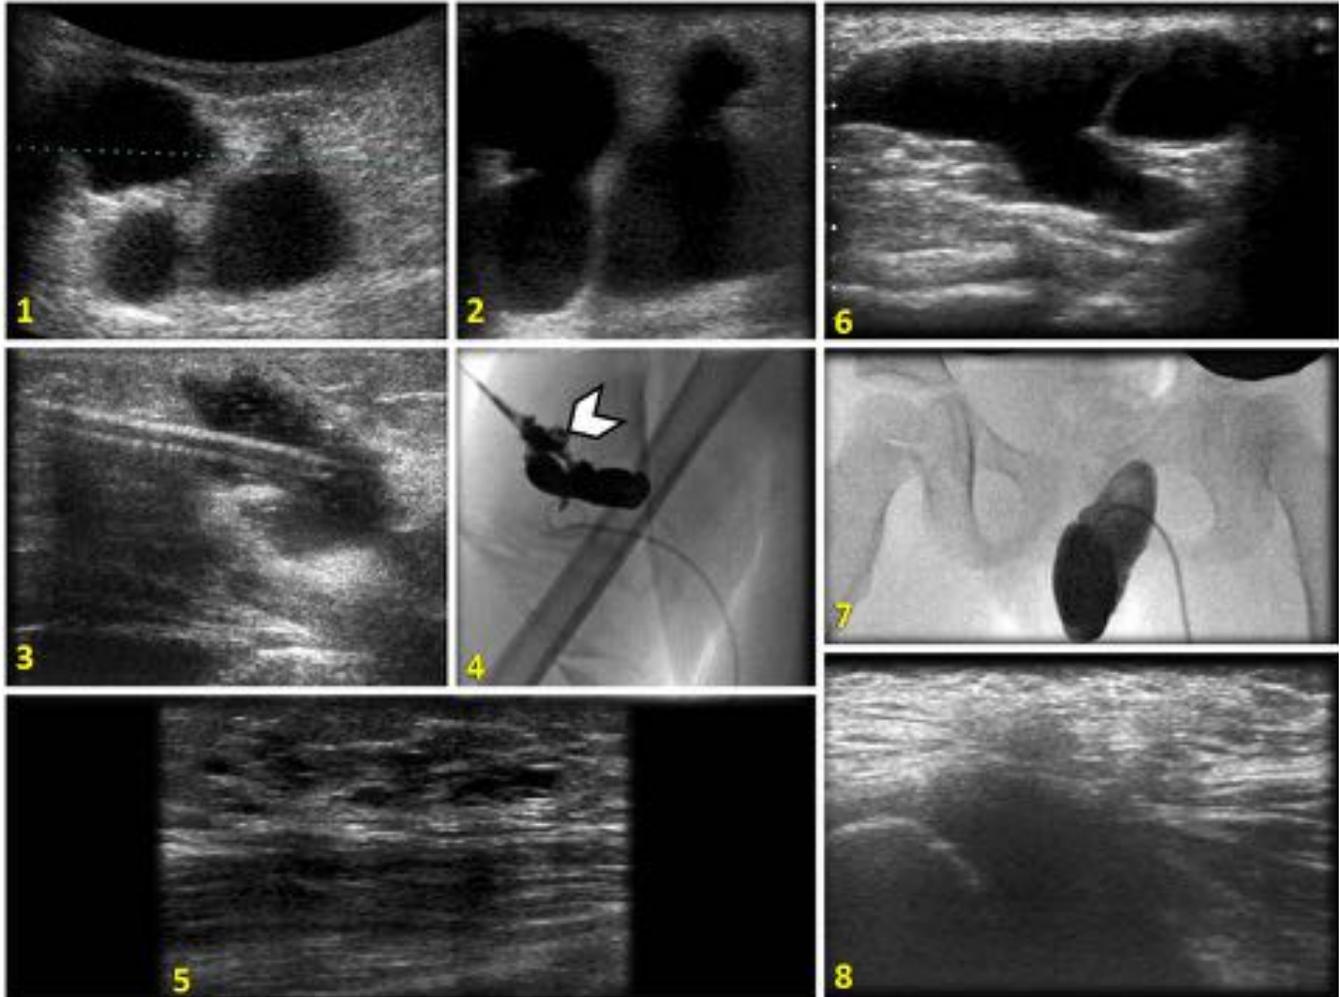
Linfangiomas tratados con éxito tras una sesión de terapia dual: Niño de 9 años con linfangioma en hombro derecho (1-5) y niña de 3 años con linfangioma en labio mayor de vulva (6-8). Se realizan ecografía preoperatorias (1,2,6), observando la apariencia multiquística, y confirmando su comunicación mediante la quistografía (3,4,6). Las ecografías de control (5,8) muestran práctica resolución de las malformaciones.
